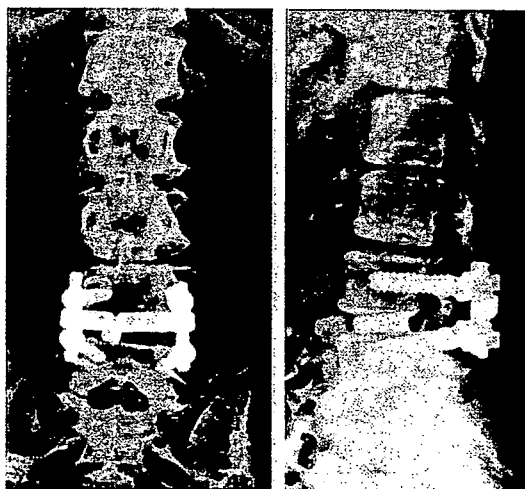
術後X線 a. 腰椎正面X線 b. 腰椎側面X線
